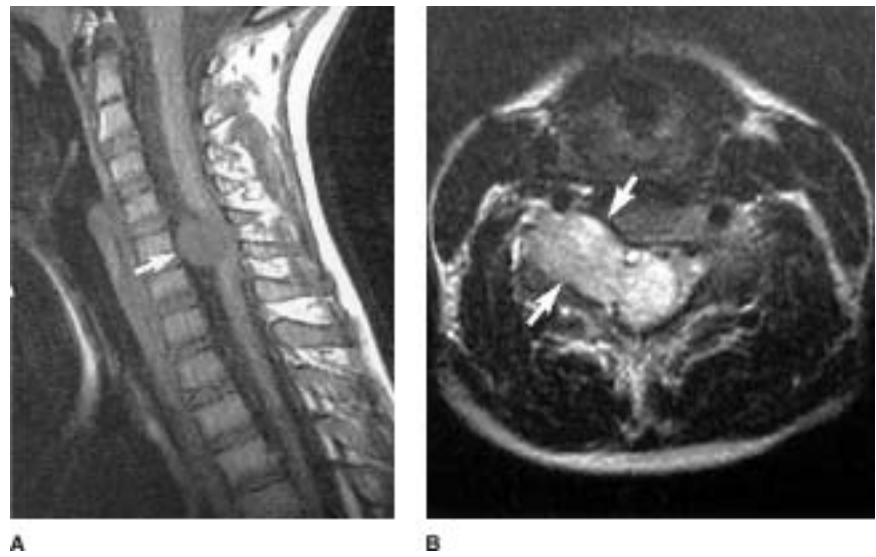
Schwannoma en un niño de 8 años. A, RM sagital potenciada en T1 que muestra una masa intradural-extramedular que presiona sobre la parte anterior de la médula cervical a nivel C5 (flecha). B, Imagen axial en T2 que muestra cómo la lesión se hernia a través de agujero de conjunción C5-C6 (flechas).
